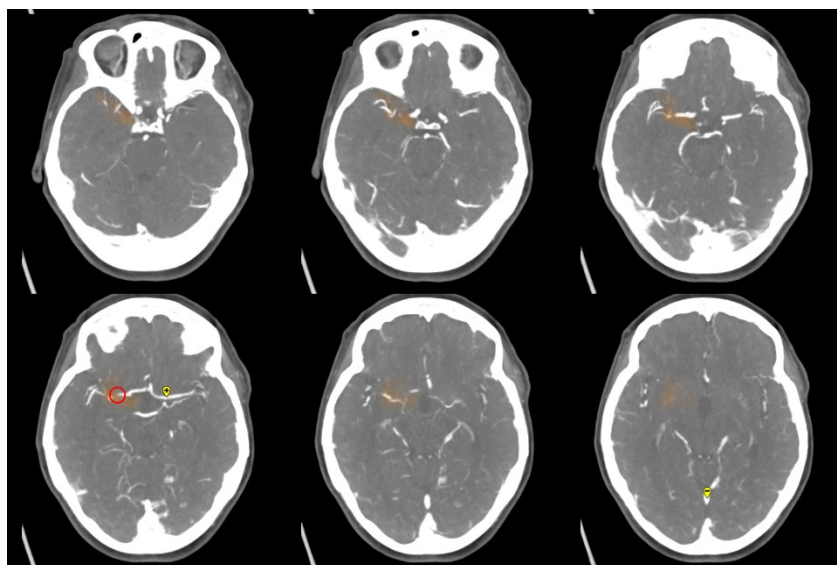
Immagini CTA dell'ID caso 16: in arancione le densità dei circoli collaterali, in rosso il sito di occlusione, nei marcatori + e - il valore AIF e VOF.
